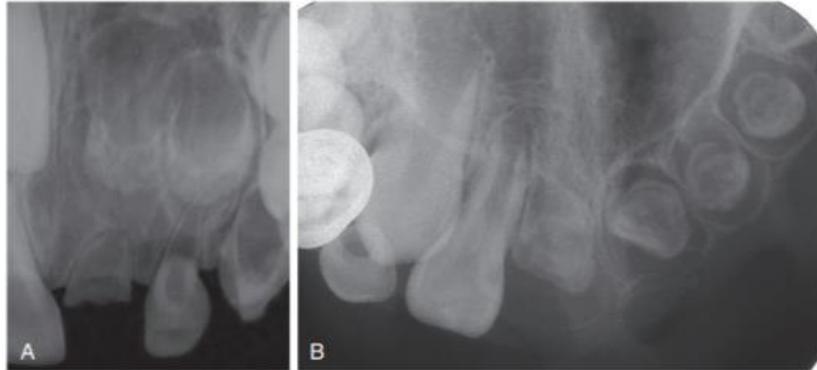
(A) Radiografía dentoalveolar de los dientes anteriores superiores izquierdos. Tanto la dentición primaria como la permanente muestran pulpas agrandadas asociadas con esmalte y dentina finos como el papel. (Cortesía del Dr. Gregory Dimmich.) (B) Radiografía oclusal de diferente paciente que muestra alteraciones similares, que también involucran el maxilar en el lado izquierdo. (Cortesía del Dr. Román Carlos.)
